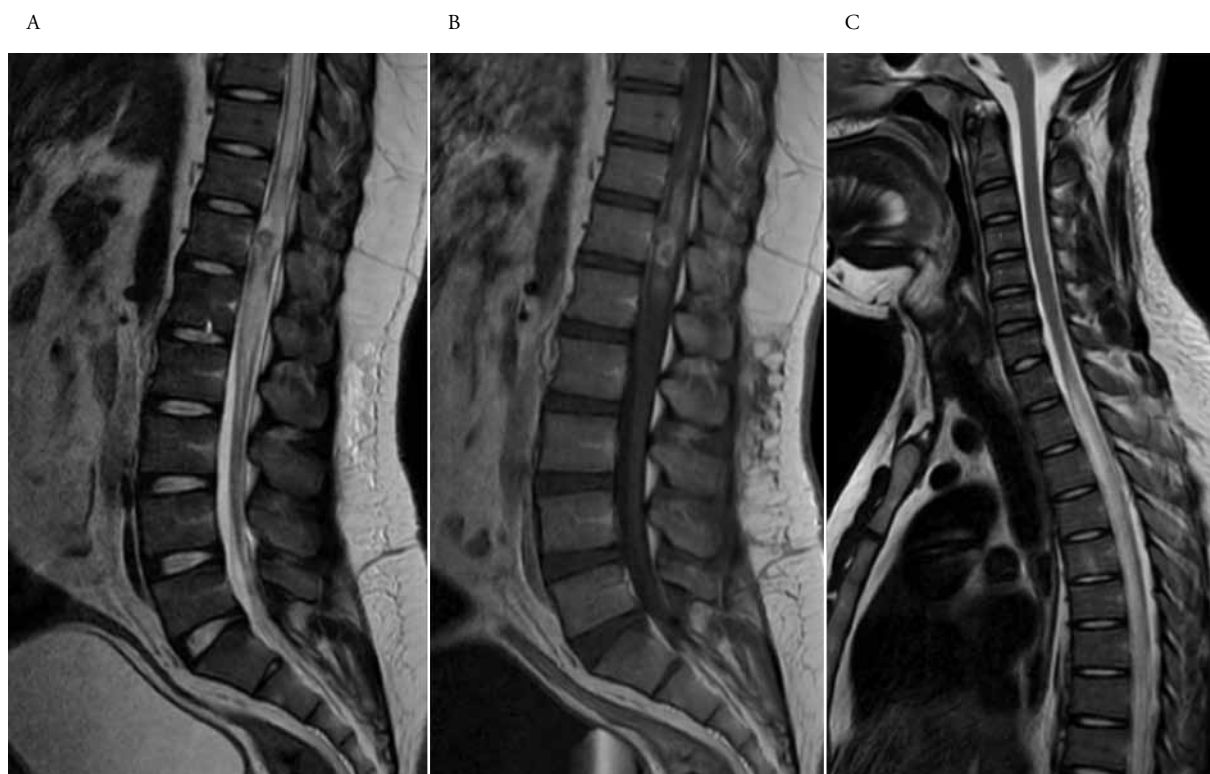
A. Resonancia magnética T2. B. Resonancia magnética T1 con gadolinio. C. Resonancia dorsal T2 con edema medular desde C8.
